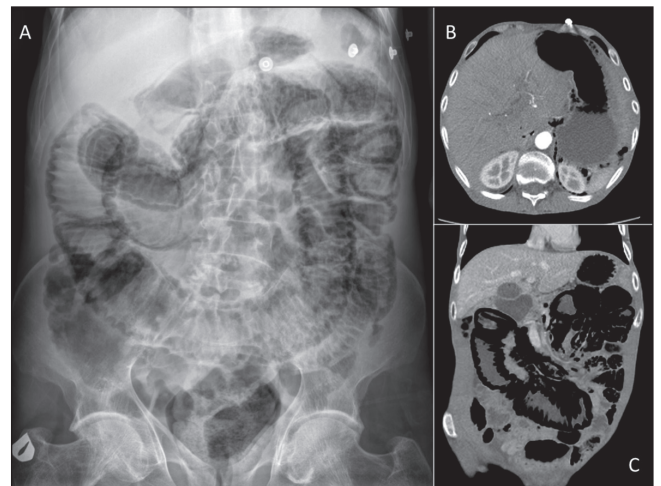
A. Radiografía simple de abdomen mostrando dilatación y neumatosis de intestino delgado y estómago. B-C. TC abdominal mostrando retroneumoperitoneo y neumatosis gástrica (B) e intestinal (C).
